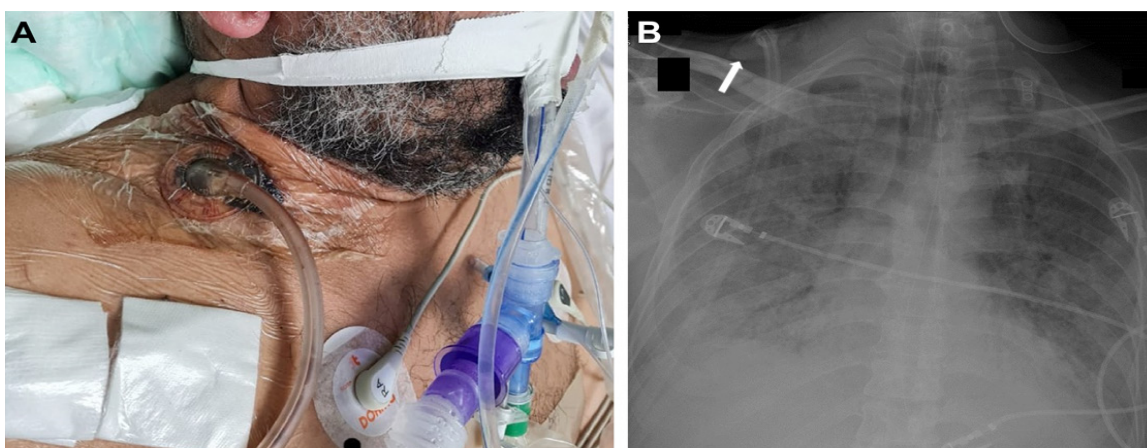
A. Fotografía del paciente con el sistema de presión negativa en la región supraclavicular derecha. B. Radiografía de tórax después de tres días de tratamiento con resolución total del enfisema subcutáneo y en gran medida del neumomediastino. La flecha señala el dispositivo de terapia de presión negativa "in situ".
